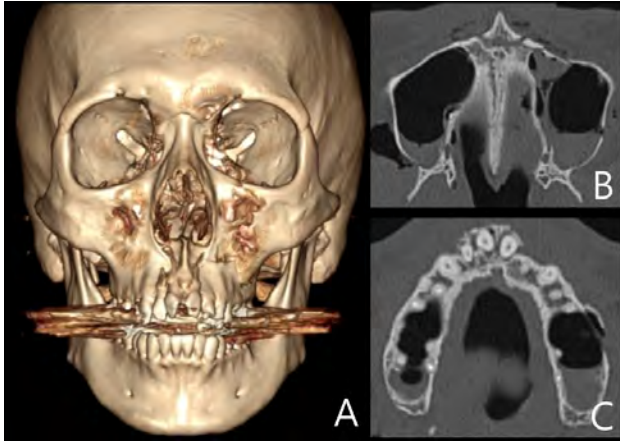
(A) 3D CT image of maxilla anterior bone and tooth injury. (B, C) Axial CT images of maxilla anterior. Fracture of maxilla and alveolar bone around anterior nasal spine.
